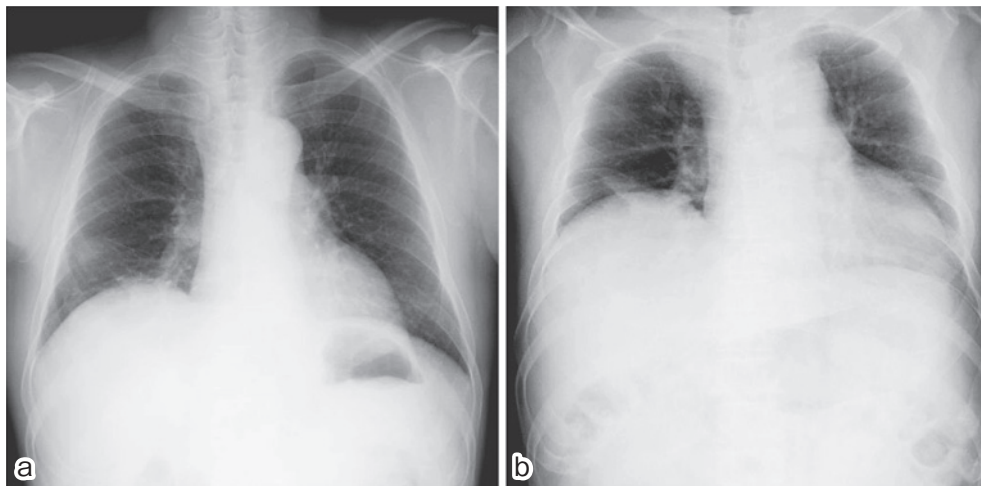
(a) A chest X-ray film shows elevation of the diaphragm in the standing position. (b) A chest X-ray film shows that the degree of diaphragm elevation in the supine position was worse than that in the standing position.
